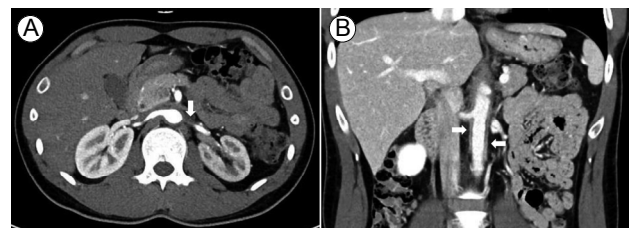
Initial abdominal computed tomography scan. (A) Horizontal view. Decreased size of the left kidney (right kidney: 10.4 × 4.6 cm, left kidney: 8.9 × 4.1 cm) and significant narrowing (arrow) of the left proximal renal artery with decreased left renal perfusion. (B) Coronal view. Diffuse wall thickening (arrows) of the abdominal aorta.
